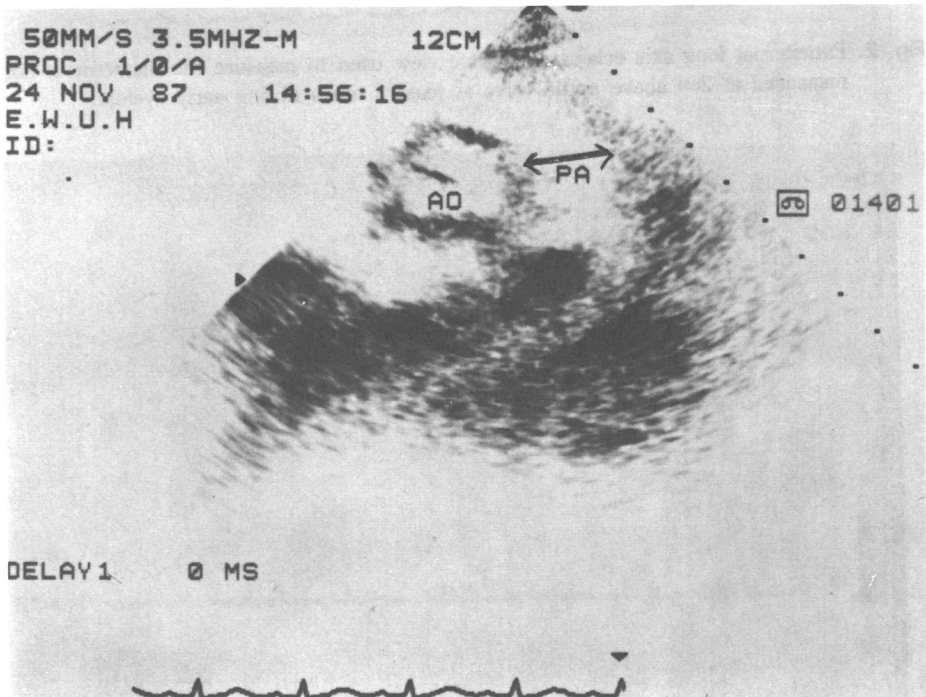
Parasternal short axis view used to measure the diameter of pulmonary artery. We measured at 2cm above pulmonic valve at least 3 times during early systole.
